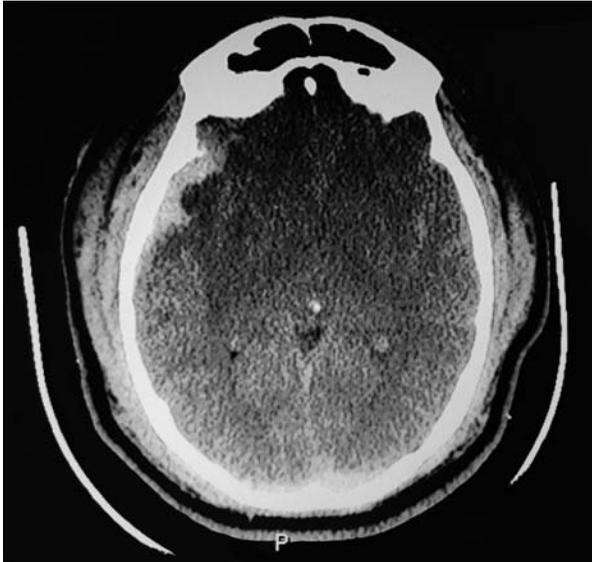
Tomografía axial computarizada de cerebro sin contraste, al momento del ingreso, en la que se aprecia edema cerebral difuso.
